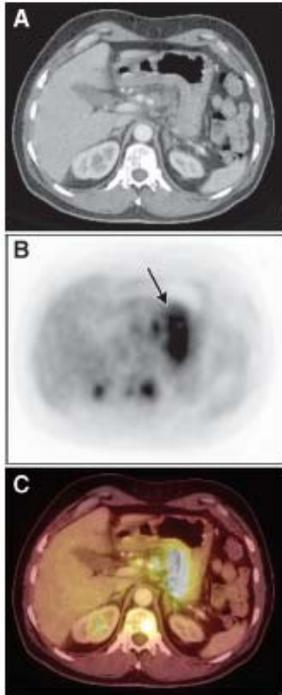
Transverse images in a 61-year-old man with liver metastases (patient 3). *A*, CT image does not show any evidence of the primary tumor. *B*, PET and, *C*, PET/CT images depict the primary tumor (arrow) at the lesser curvature of the stomach. Note additional vertebral metastases.
